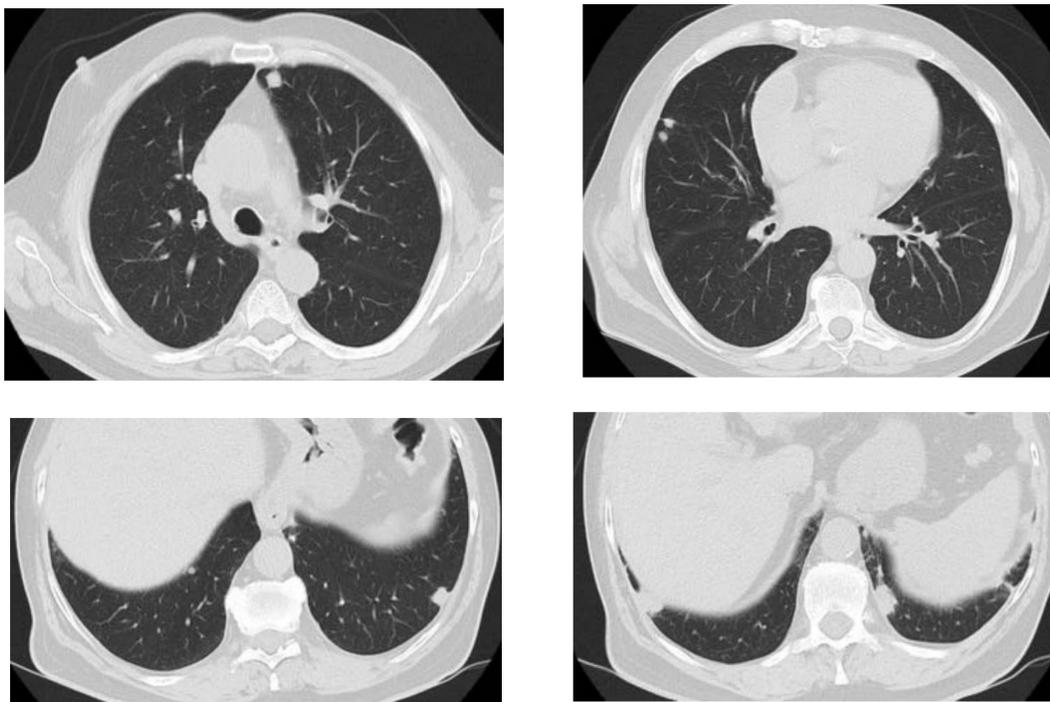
Varón de 67 años con AR seropositiva de 12 años de evolución, que ha recibido múltiples tratamientos: corticoides, metotrexate, leflunamida, antiTNF,... Todos los cultivos para bacterias, micobacterias y virus fueron negativos. Hace años tuvo derrame pleural que se resolvió. En TC de control para realizar biopsia disminuyeron los nódulos por lo que se pospuso.
